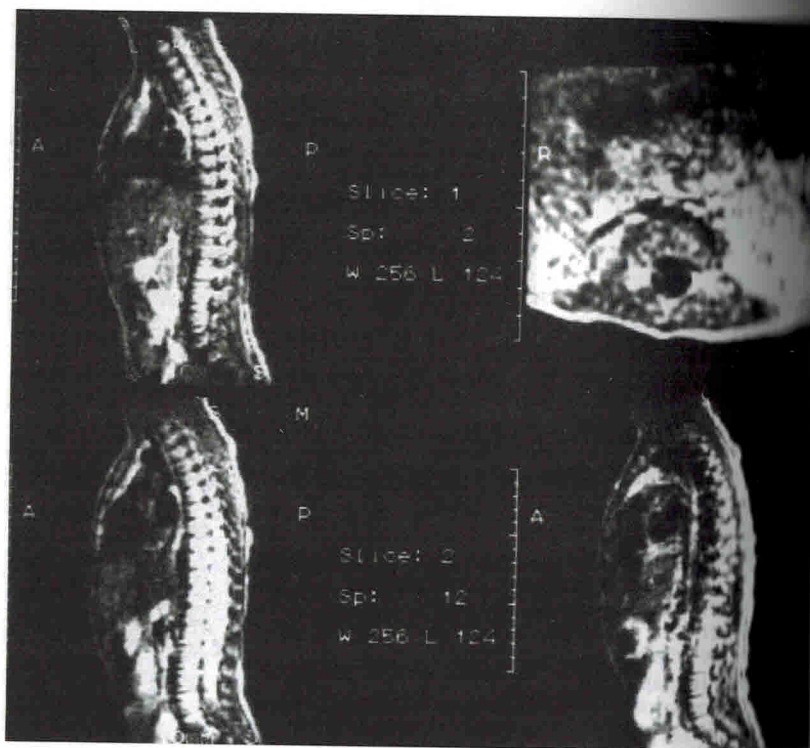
Компьютерная томограмма спинного мозга больного Сергея К. 1 года 9 мес с острым паралитическим полиомиелитом (спинальная форма, поздний восстановительный период). Определено расширение до 15×14 мм просвета спинномозгового канала с уровня Th_{XI} до уровня L_V с усилением интенсивности сигнала в режиме T₂.
